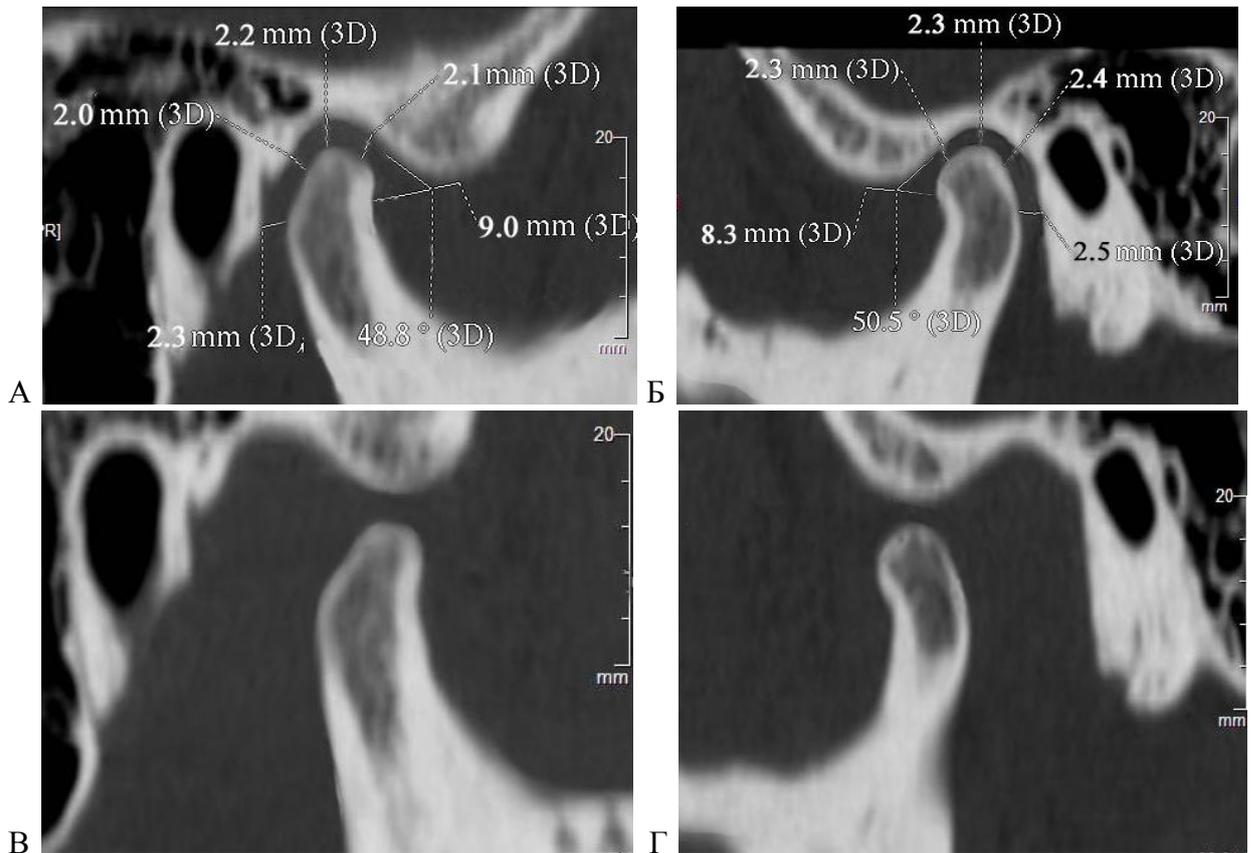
СКТ реформат ВНЧС больного Т., 34 лет, мед.карта №124 после лечения, в положениях «рот закрыт» А – ВНЧС с правой стороны; Б – ВНЧС с левой стороны и «рот открыт» В – ВНЧС с правой стороны; Г – ВНЧС с левой стороны
